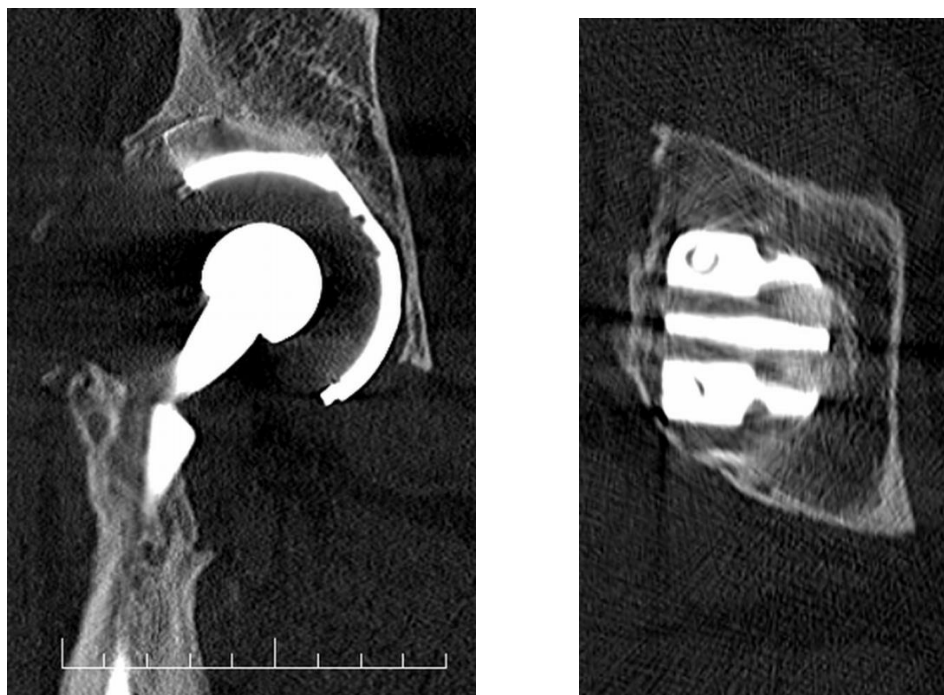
21 Znamky dobré osteointegrace TC jamky v předozadní a axiální rtg projekci.
